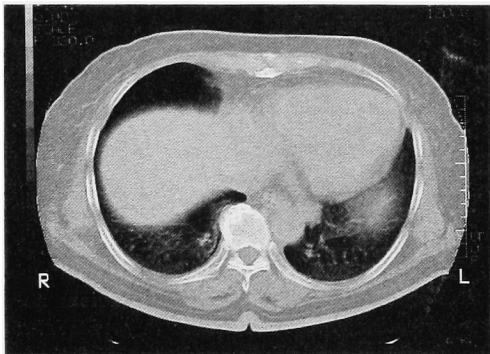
CT scan of lung after 2 courses. Lung metastasis decreased (reduction rate: 72 %).
